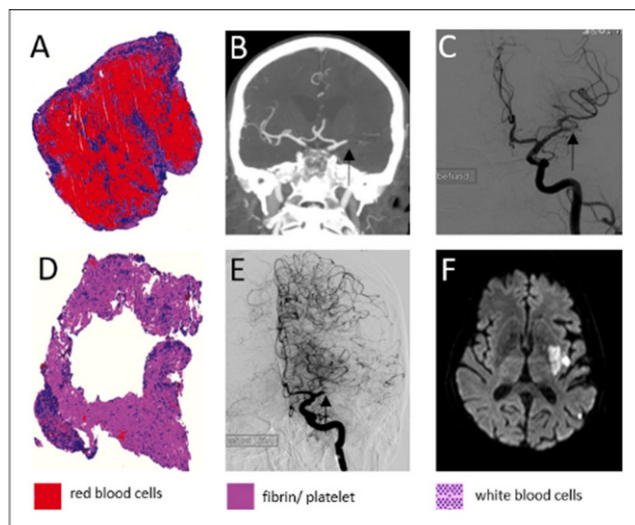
In der oberen Reihe (A–C) ist der Fall eines Erythrozytenreichen (roten) Thrombus aufgeführt. Der Thrombus befindet sich in der CTA (B) im mittleren M1-Segment; in der Angiographie zeigt sich der Thrombus zwischenzeitlich in die proximale M2 migriert. Erythrozyten-arter Thrombus (D–F) ohne direkte (nicht gezeigt) oder indirekte Zeichen einer Thrombusmigration. Das Infarktmuster 3 Tage nach mechanischer Rekanalisation (F) entspricht exakt dem zu erwartenden Befund angesichts des Verschlussmusters in der initialen CTA (E); somit kein Hinweis auf Thrombusmigration dieses weißen Thrombus.
